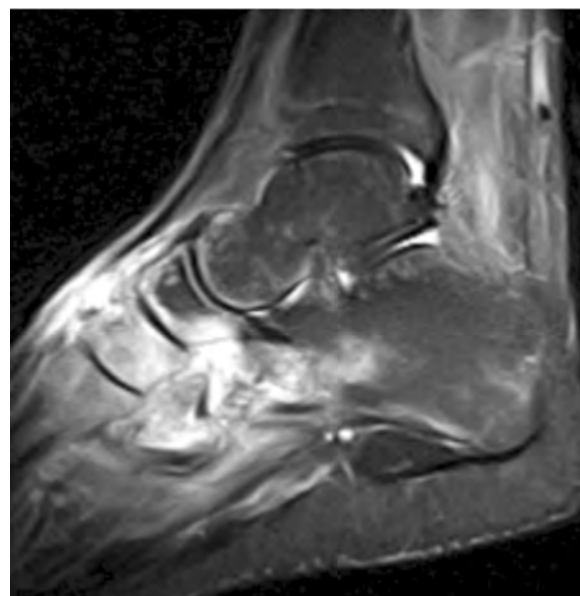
Больной С. 17 лет. Наиболее информативный скан МРТ выполненного после обращения в клинику. (определяется тотальный отек костного мозга пяточной, таранной и ладьевидной костей).
